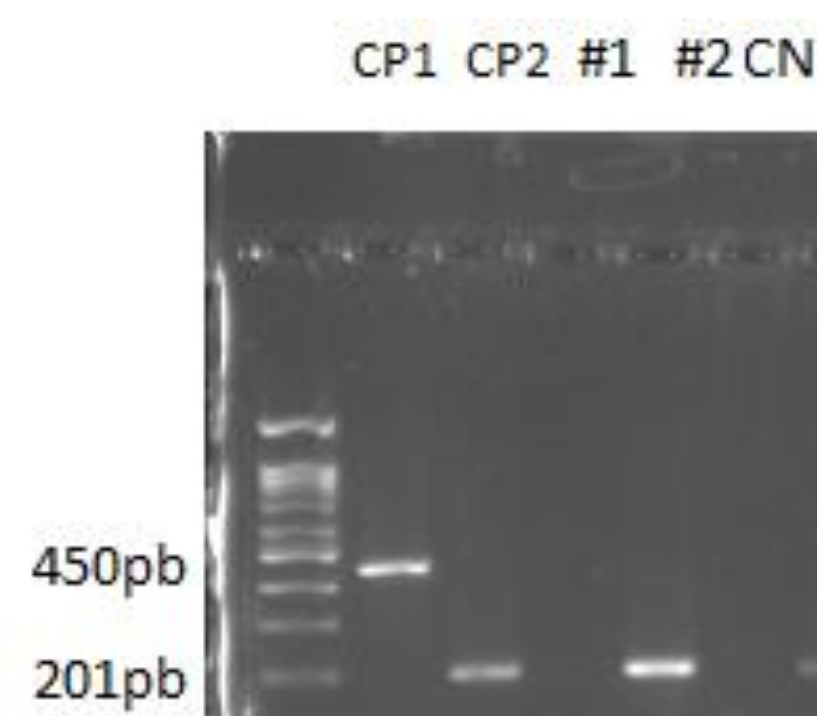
PCR Multiplex para HPV e *Chlamydia trachomatis*(CT) (Eletroforese em gel de agarose 1,5%). CP1: Controle Positivo – HPV; CP2: Controle Positivo – CT; #1 amostras negativa; #2 amostra positiva CT; CN: Controle negativo.
